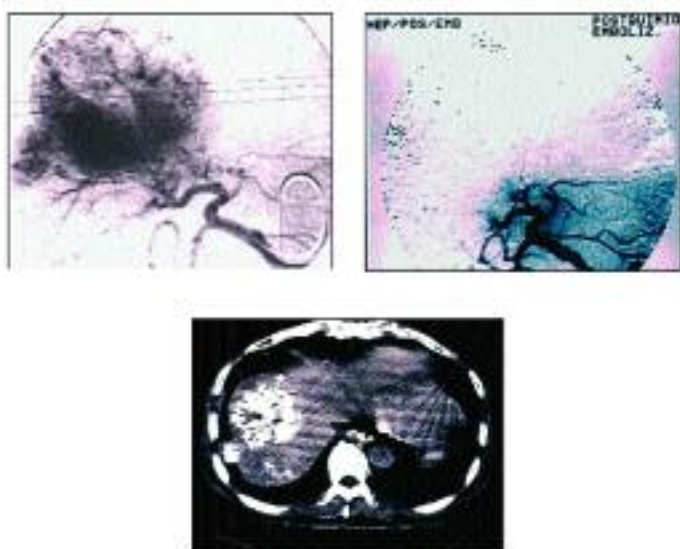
Quimioembolización selectiva de la arteria hepática. Control por TAC a las 3 semanas.
